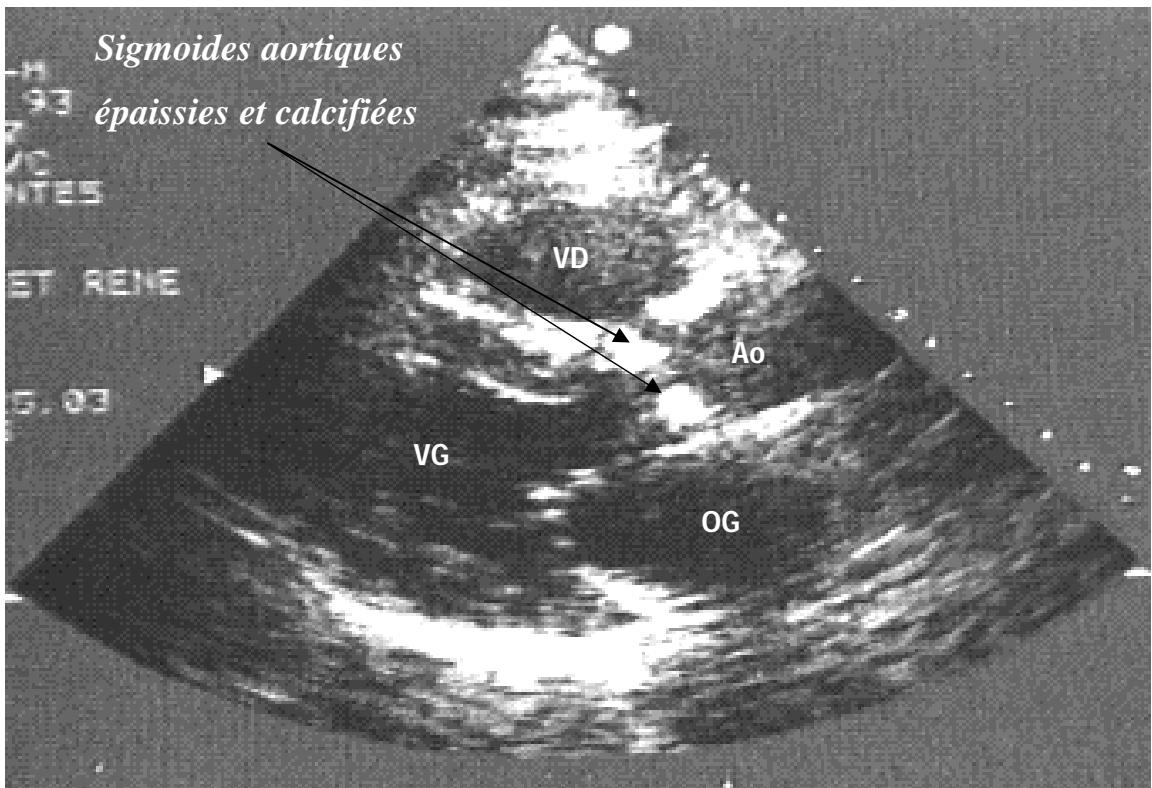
Echocardiographie trans-thoracique. Coupe parasternale grand axe en mode bidimensionnel montrant des sigmoides aortiques épaissies et calcifiées
